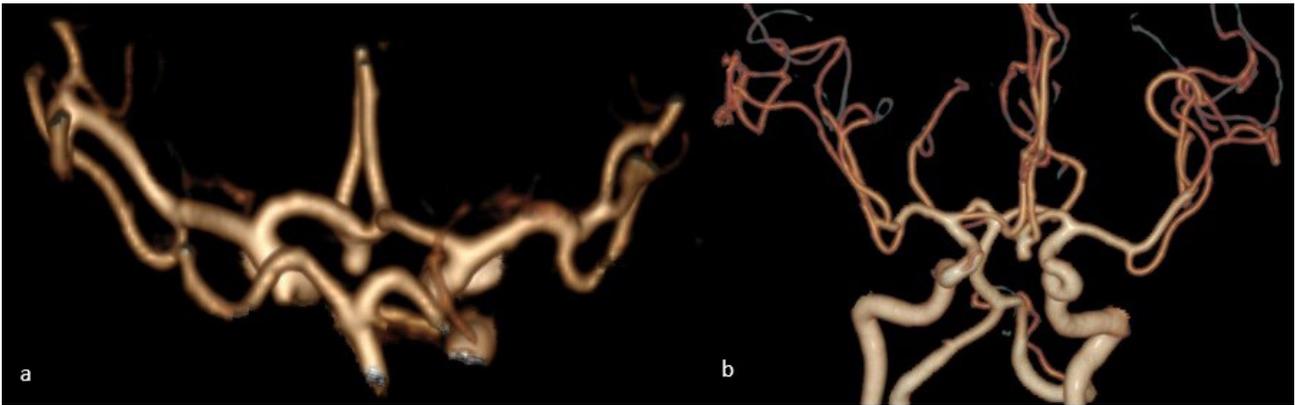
Angiotomografía cerebral. (a) Visión postero anterior se aprecia una dilatación aneurismática a nivel del complejo comunicante anterior con dirección caudal, presencia de ambos A1 y A2. (b) Se observa permeabilidad vascular de las ramas de la arteria cerebral anterior, no signos de vasoespasmos.
